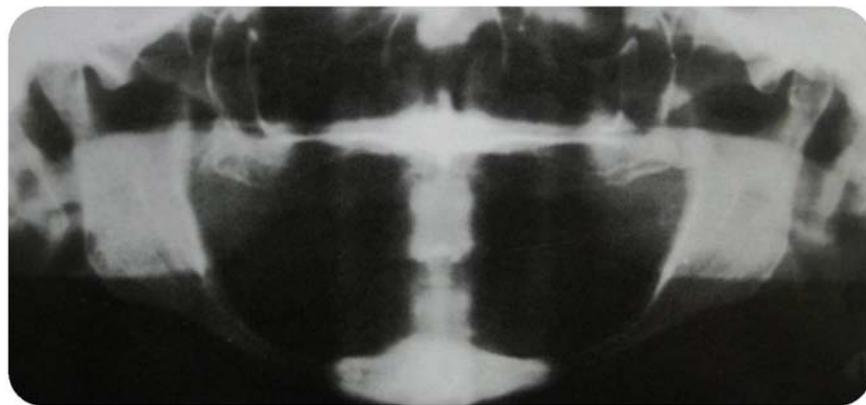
Radiografía panorámica de una mandíbula división D. <sup>1</sup>
